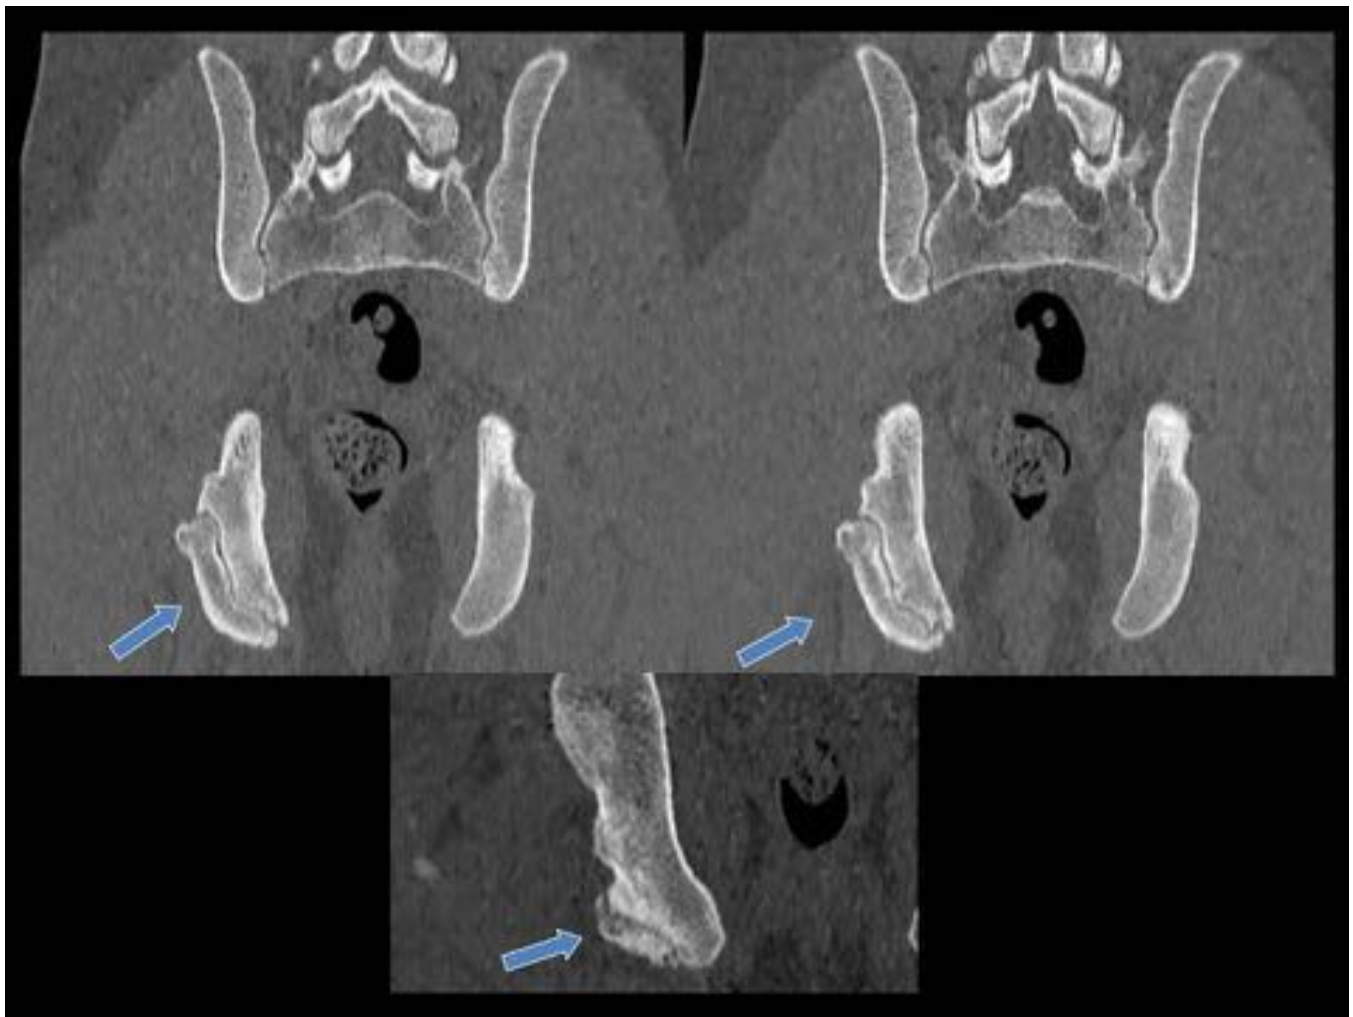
Reconstrucciones coronales de TC en la que se observa la imagen de densidad ósea de localización inferior y lateral a isquion derecho (flecha azul) con cambios de ausencia de consolidación y pseudoartrosis.
